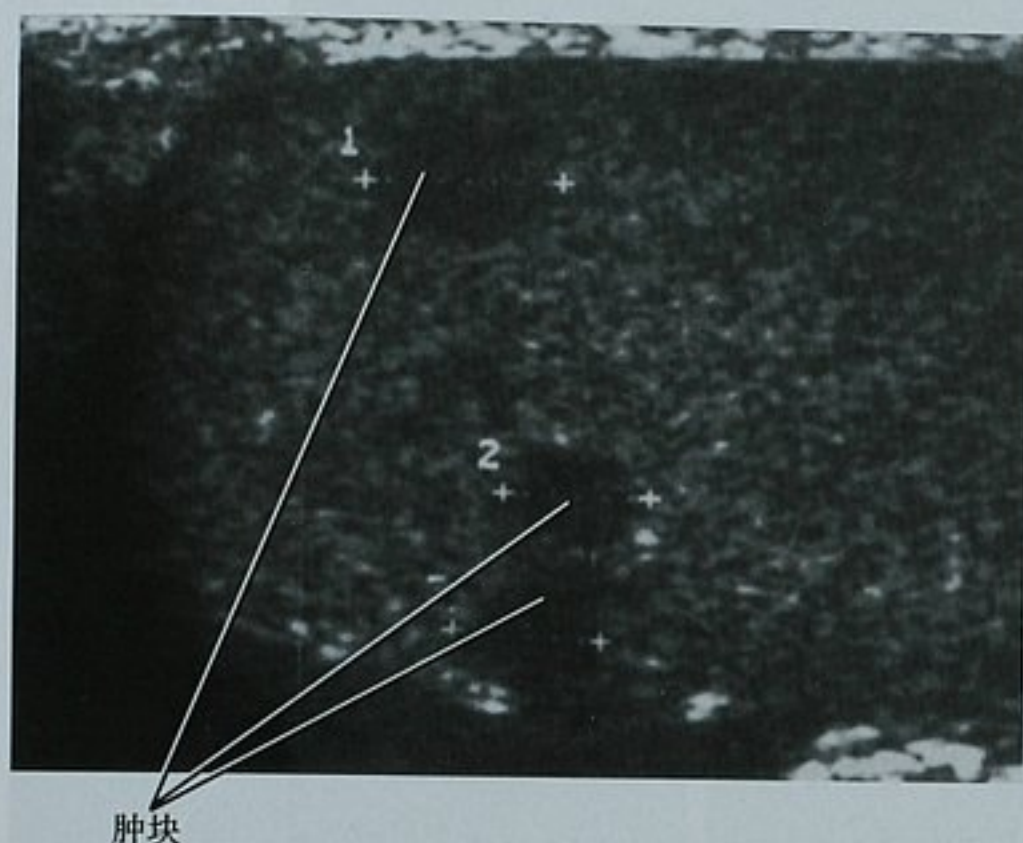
睾丸结节病。睾丸矢状位超声图像显示睾丸内多发低回声团块。另一侧睾丸内有类似的表现。活检证实为结节病
